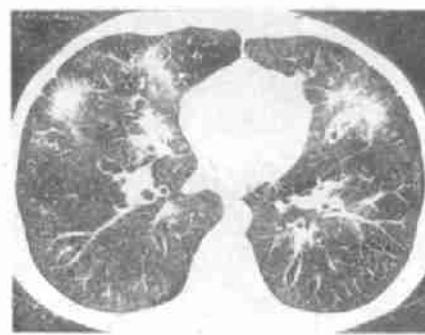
Kaposi 肉瘤伴小斑块样改变(CT):散在的星形病灶伴开放的支气管,支气管壁增厚,病灶周围增厚的分隔说明淋巴引流受阻。
